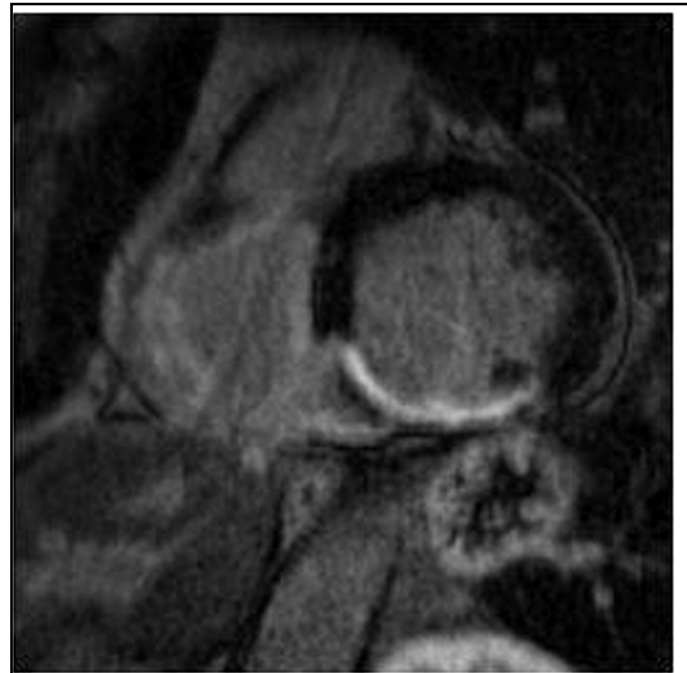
Cardio-IRM : coupe perpendiculaire à l'axe du ventricule gauche, la zone septo-basale est anormalement rehaussée par rapport au myocarde environnant. Cette zone correspond à un vaste infarctus inférieur.
